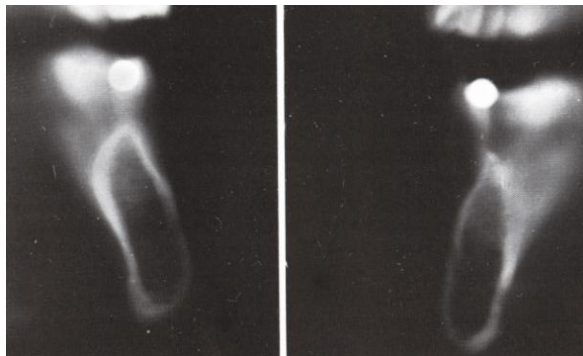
Tomografía Convencional Transversal del maxilar inferior* (Fuente: Goaz, P., White, S. Radiología Oral. Principios e interpretación. Madrid, España: Edit. Mosby/Doyma Libros, 1995. p 711).
